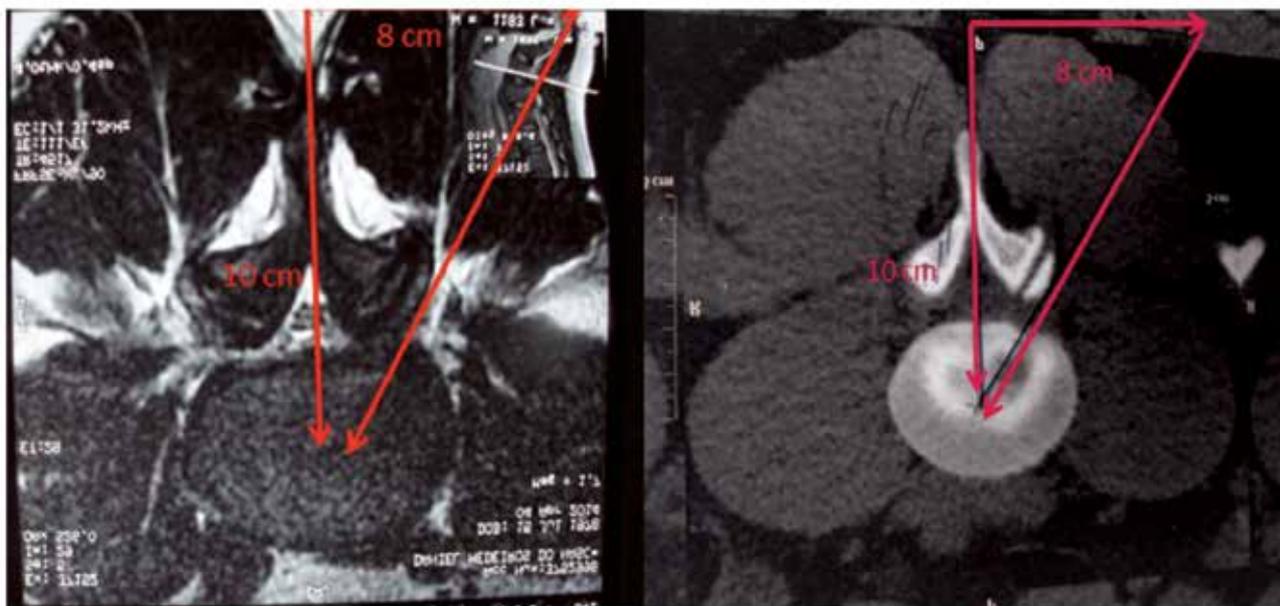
RNM e Tomografia pré-operatórias delimitando a área de interesse a ser abordada
